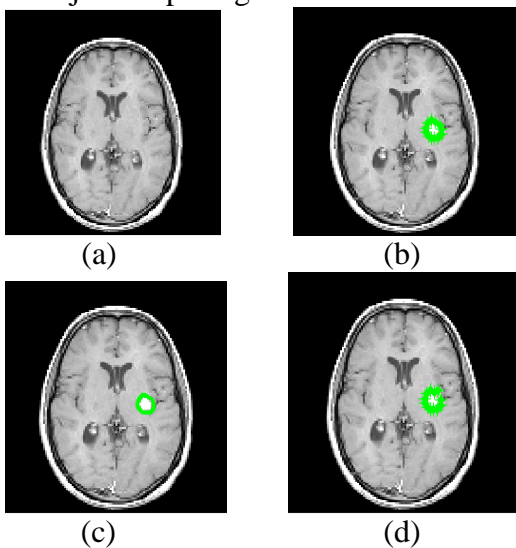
Citra MRI yang terdapat di dalam matlab.
